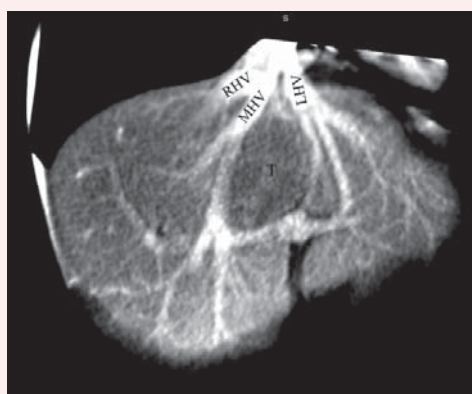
Компьютерная томограмма, венозная фаза: опухоль (Т) по бокам прилежит к правой (RHV), срединной (MHV) и левой (LHV) печеночным венам, распространяясь до их устьевых отделов
